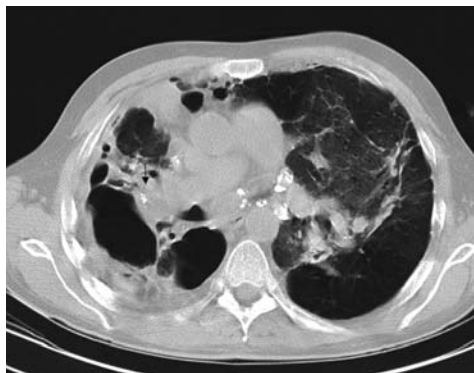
CT de tórax de enfermo expuesto a los 21 años a chorro de arena en industria clandestina de pulido; desarrolló silicosis aguda con FMP, tuberculosis, neumotórax de repetición, hemoptisis aguda masiva y actualmente aspergiloma en cavidad residual.
